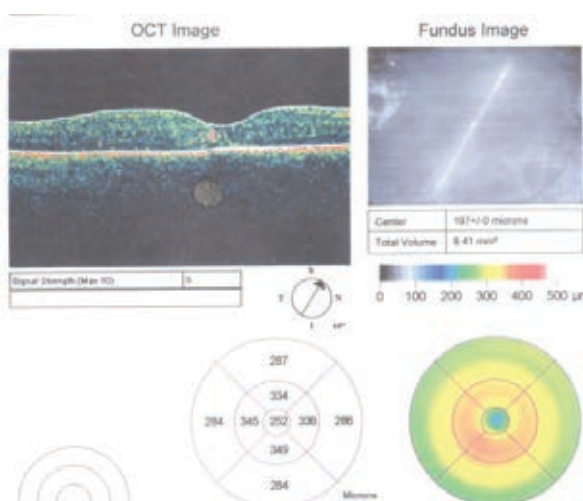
Компьютерные томограммы пациента на 150-ый день обследования
